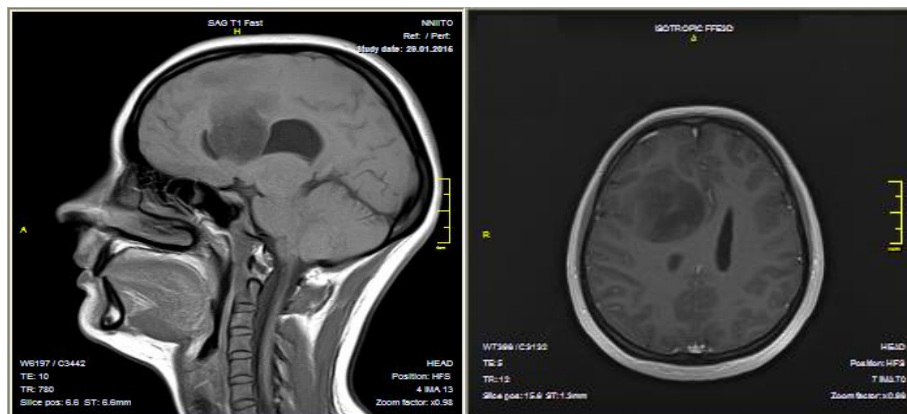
МР-томограмма головного мозга пациентки И., 31 год, с контрастированием. В правой лобной доле имеется внутримозговое объемное образование
